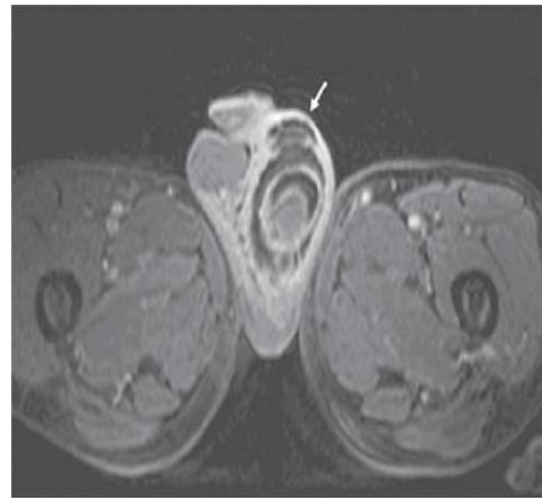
Axial gadolinium-enhanced, fat-suppressed T1-weighted spin-echo (TR/TE 520/12) magnetic resonance image showing perineal fluid and air within soft tissue accumulation, subcutaneous tissue thickening, and contrast enhancement of the deep and superficial fascia of the perineum, penis, and scrotum as a consequence of Fournier's gangrene
